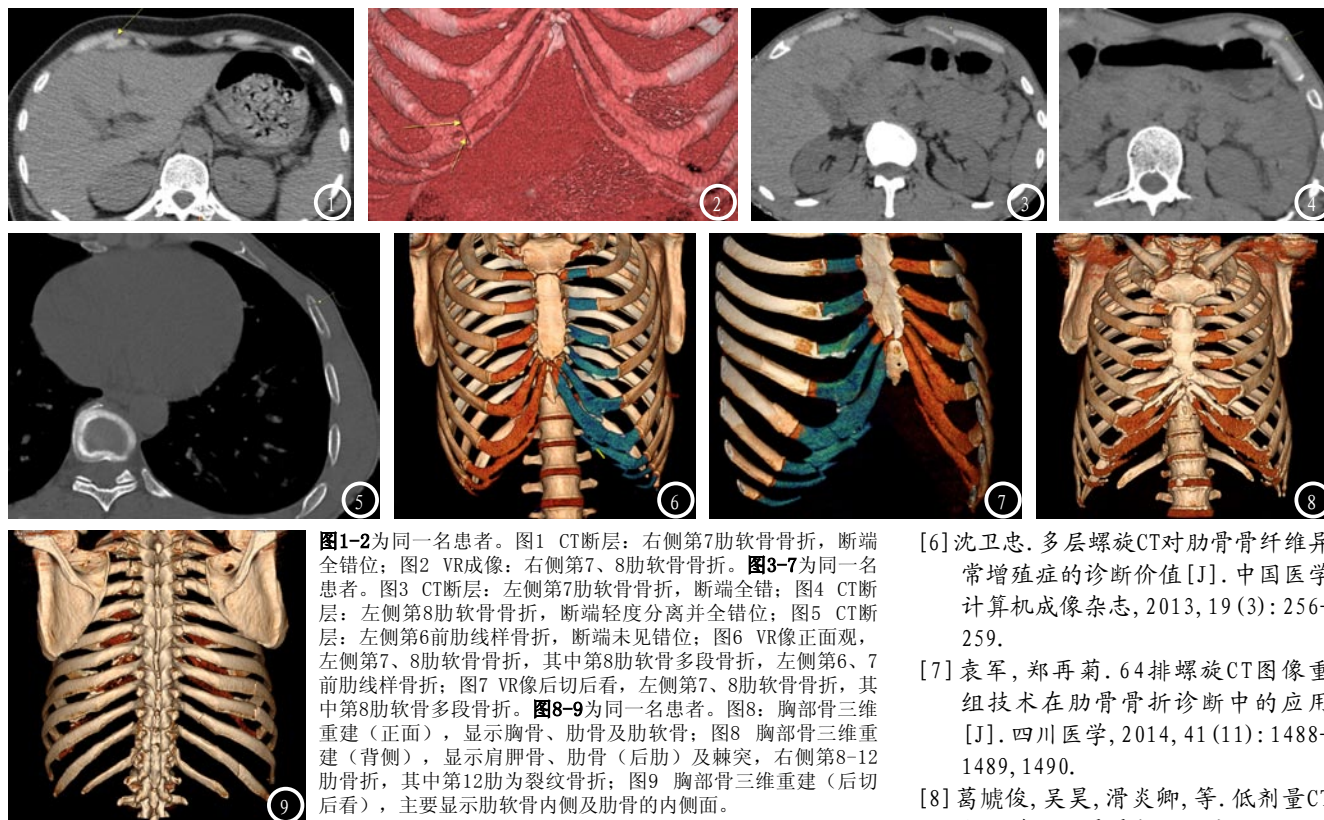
2为同一患者。图1 CT断层：右侧第7肋软骨骨折，断端全错位；图2 VR成像：右侧第7、8肋软骨骨折。图3-7为同一患者。图3 CT断层：左侧第7肋软骨骨折，断端全错位；图4 CT断层：左侧第8肋软骨骨折，断端轻度分离并全错位；图5 CT断层：左侧第6前肋线样骨折，断端未见错位；图6 VR像正面观，左侧第7、8肋软骨骨折，其中第8肋软骨多段骨折，左侧第6、7前肋线样骨折；图7 VR像后切后看，左侧第7、8肋软骨骨折，其中第8肋软骨多段骨折。图8-9为同一患者。图8：胸部骨三维重建（正面），显示胸骨、肋骨及肋软骨；图9：胸部骨三维重建（背面），显示肩胛骨、肋骨（后肋）及棘突，右侧第8-12肋骨折，其中第12肋为裂纹骨折；图9 胸部骨三维重建（后切后看），主要显示肋软骨内侧及肋骨的的内侧面。
